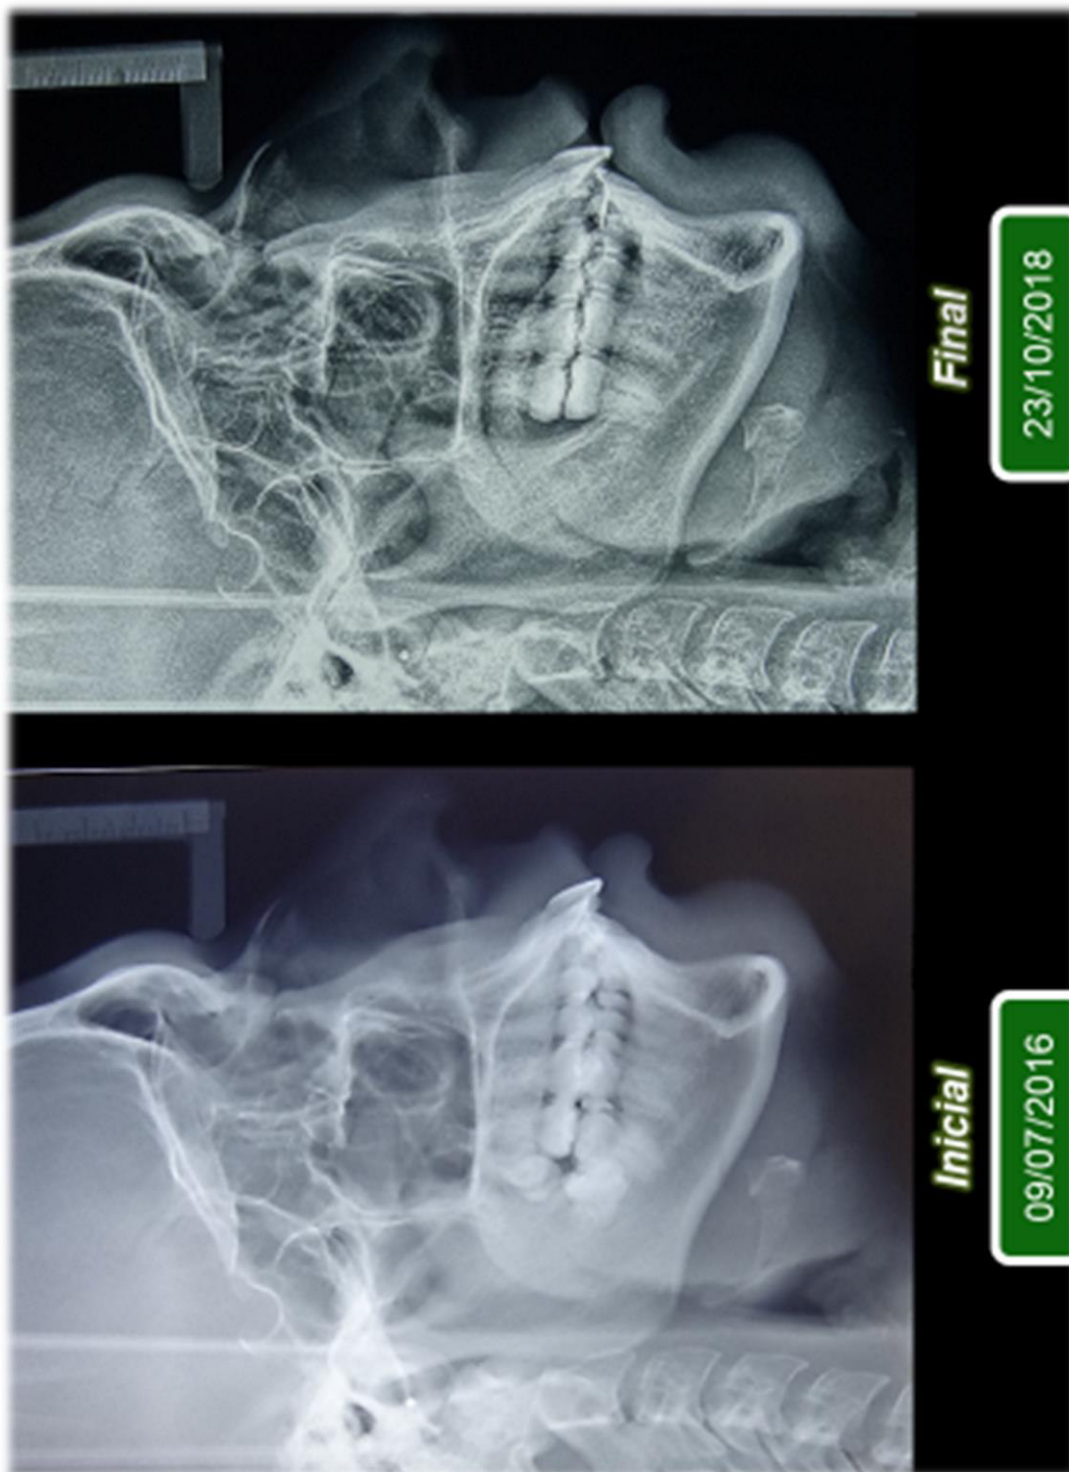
Radiografía cefalométrica lateral inicial y final. Se observa el plano oclusal mejorado (se empina), los incisivos superiores e inferiores mejoran su angulación.
